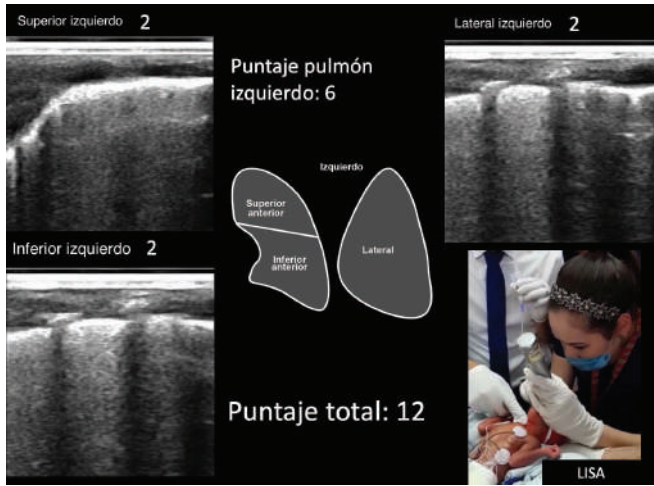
Exploración ultrasonográfica del pulmón izquierdo.
